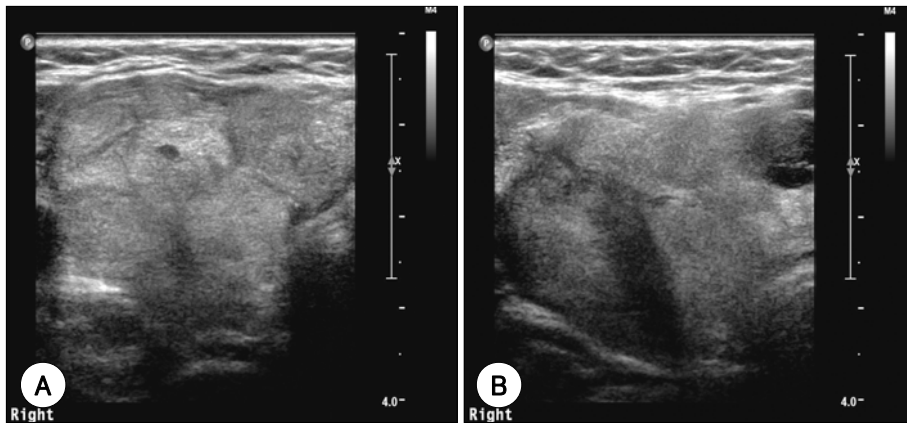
Neck ultrasonographic findings. A : Isoechoic huge mass in the right thyroid gland. B : Multiple echogenic oval shape masses are seen in the subcutaneous fat layer and muscular layer.
